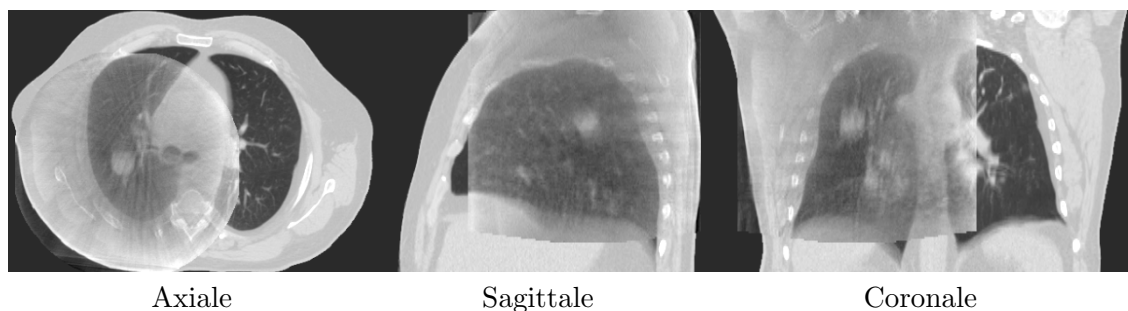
Coupes à la tumeur de la superposition après le recalage rigide de l'image floue reconstruite avec toutes les projections coniques sur l'image floue résultant de la moyenne des images TDM 3D de l'image TDM 4D.
